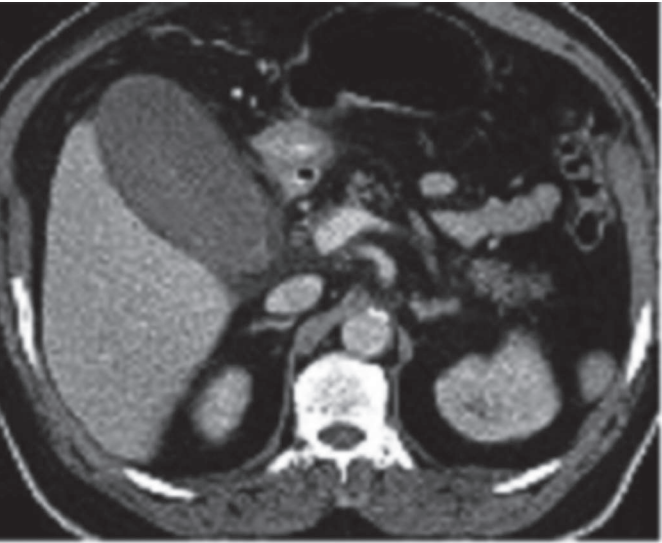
TAC de abdomen con contraste endovenoso en paciente con colecistitis acalculosa, que muestra una vesícula enormemente distendida con lodo biliar en su interior, no se aprecia imagen de lito en su interior.
